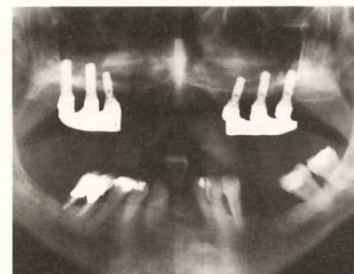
Röntgenkontrolle nach Versorgung.
